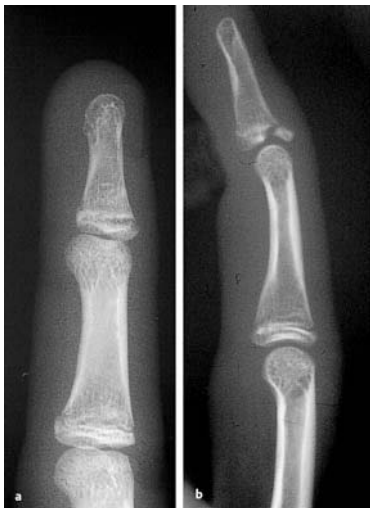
• a, b Fehlermöglichkeit bei nicht exakt seitlicher Röntgentechnik: Bei Schrägaufnahme (a) ist die Fraktur kaum, die Dislokation nicht erkennbar. Erst die korrekte Einstellung (b) ermöglicht die einwandfreie Diagnose.
